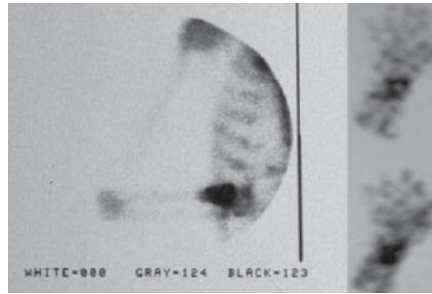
Preoperative scintigraphy of the patient
